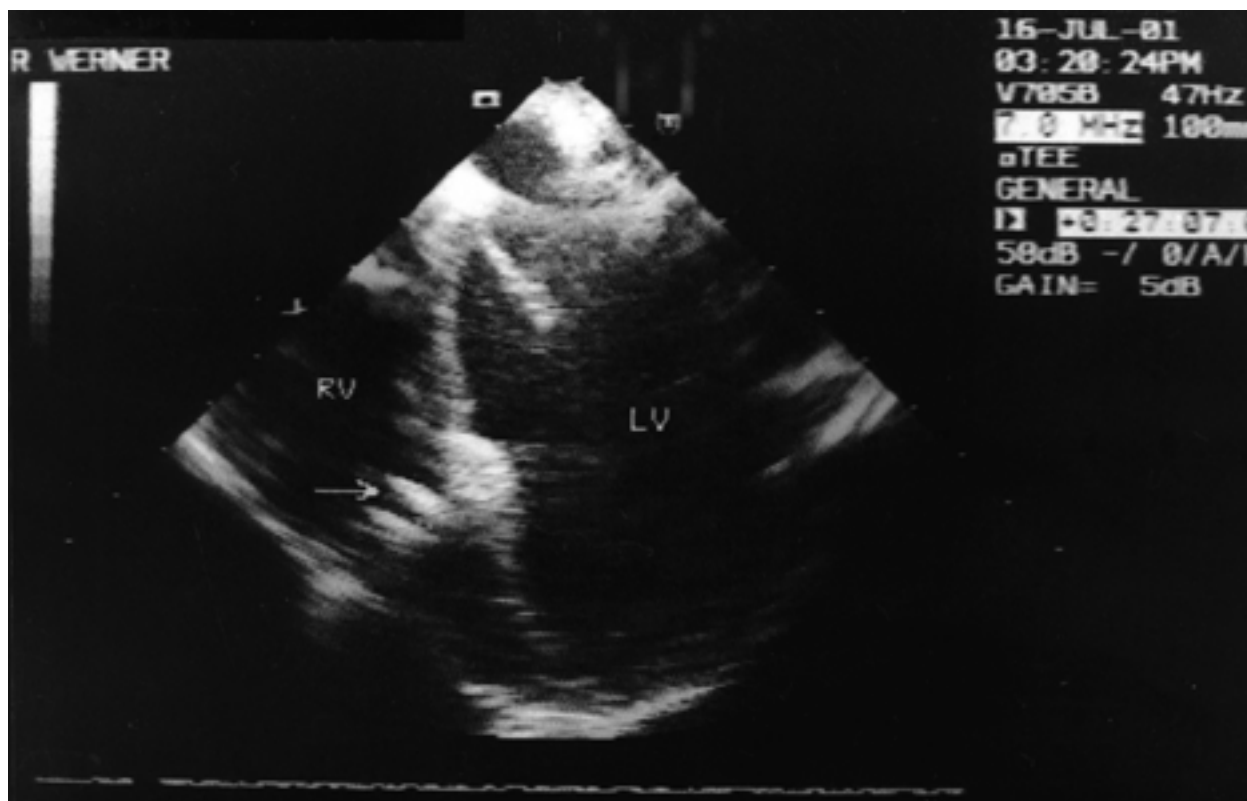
ECHO-2D. Apical 4-chamber view. Arrow indicates Amplatzer VSD occluder; RA — right atrium, RV — right ventricle, LA — left atrium, LV — left ventricle
